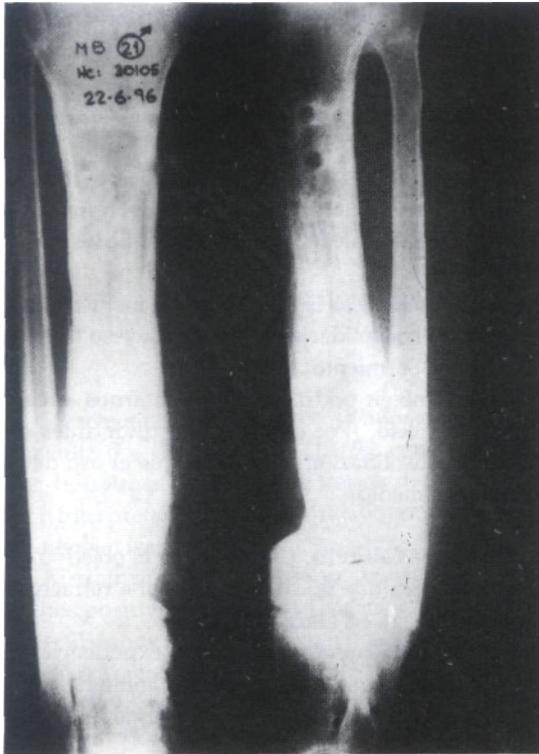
Radiografía con finalización de transporte y fractura consolidada.
